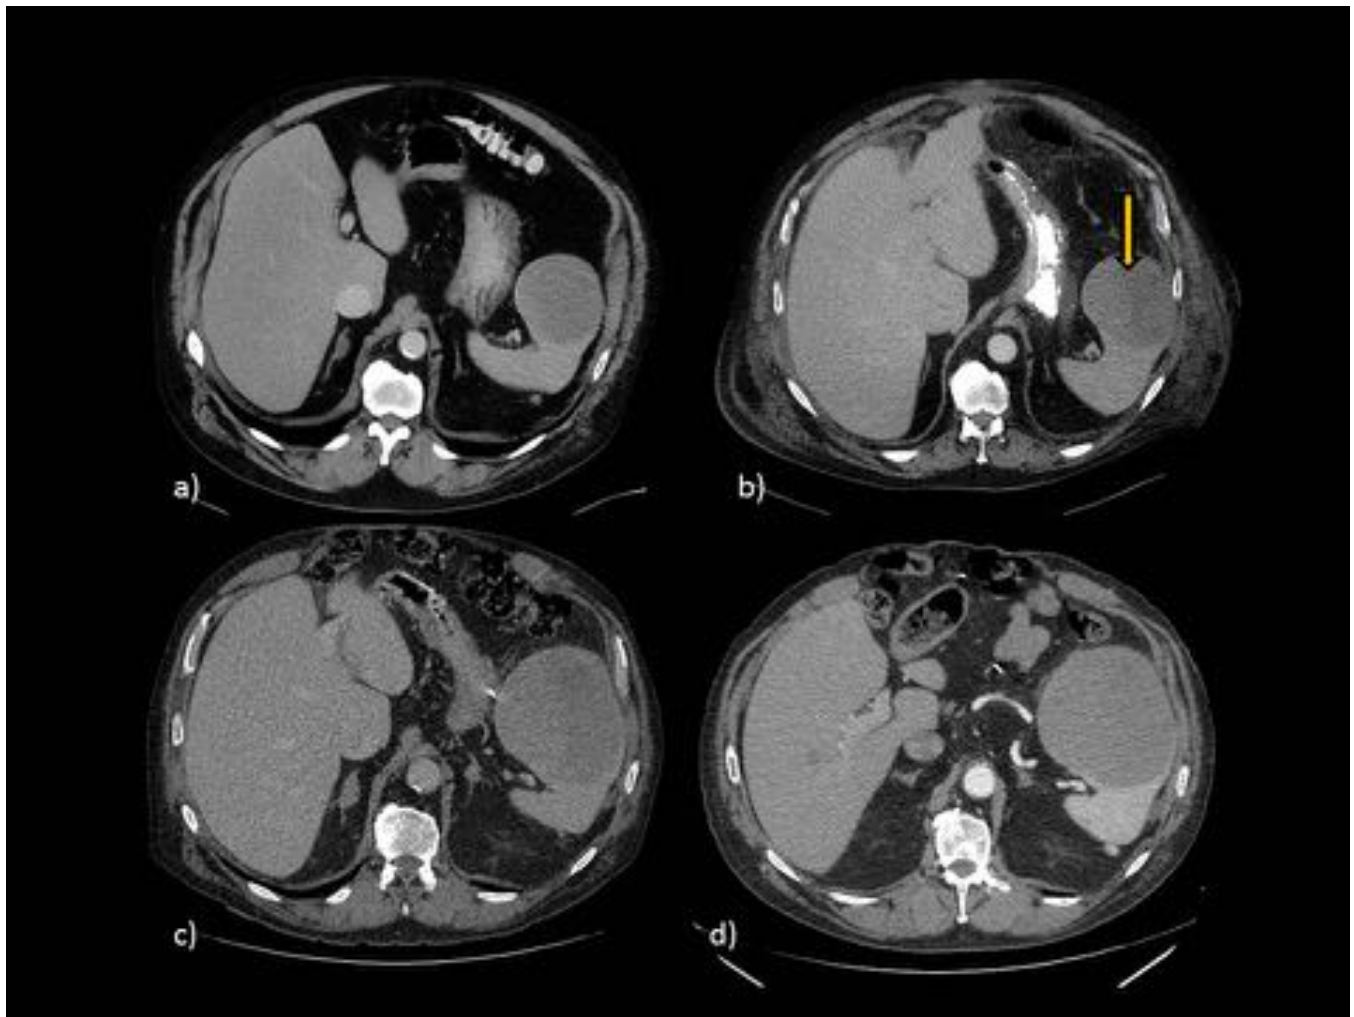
TC con CIV (mismo paciente que en fig 1). Imágenes consecutivas obtenidas durante un periodo de tres años, en las que se demuestra el progresivo aumento de tamaño de una lesión seudonodular heterogénea, con áreas hipodensas y otras hiperdensas (flecha), sugestiva de hematoma intraesplénico, espontáneo (estudio anatomopatológico del bazo sin lesión subyacente).
